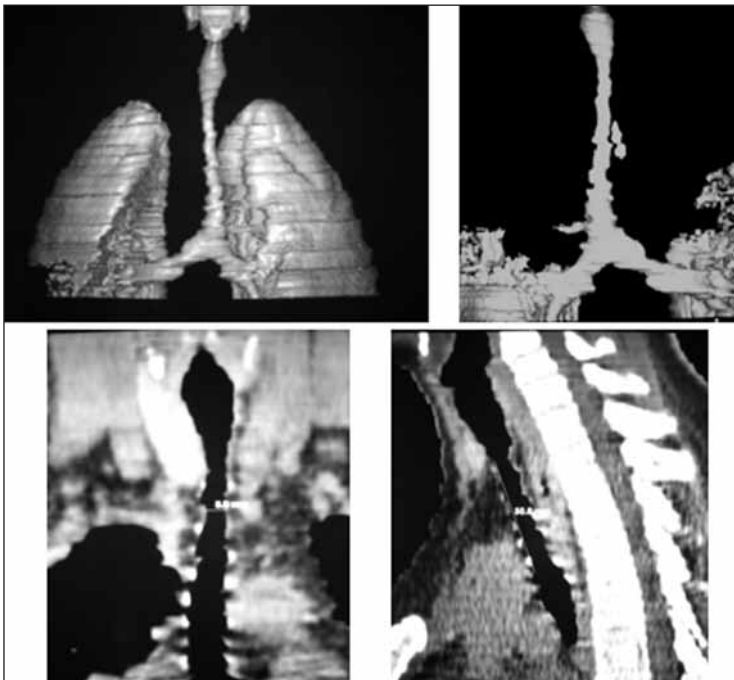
Estenosis traqueal congénita con anillos cartilaginosos completos y bronquio traqueal. Imágenes obtenidas mediante TC helicoidal.
